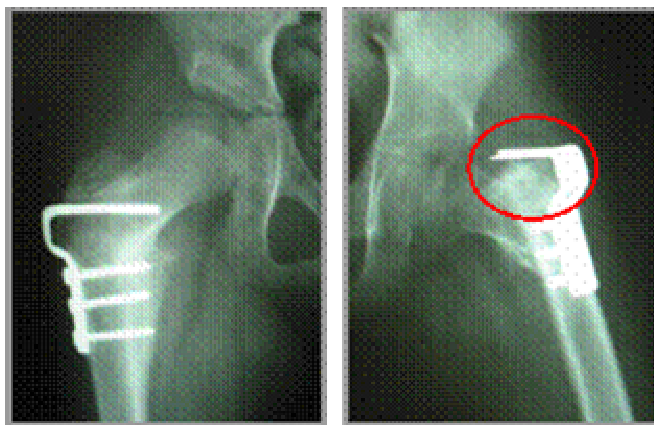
Radiografía post-operatoria tomada a un niño de ocho años de edad. Se observa la fractura a nivel proximal, causada por una baja rigidez ósea, lo que induce al fracaso del tratamiento ortopédico.
